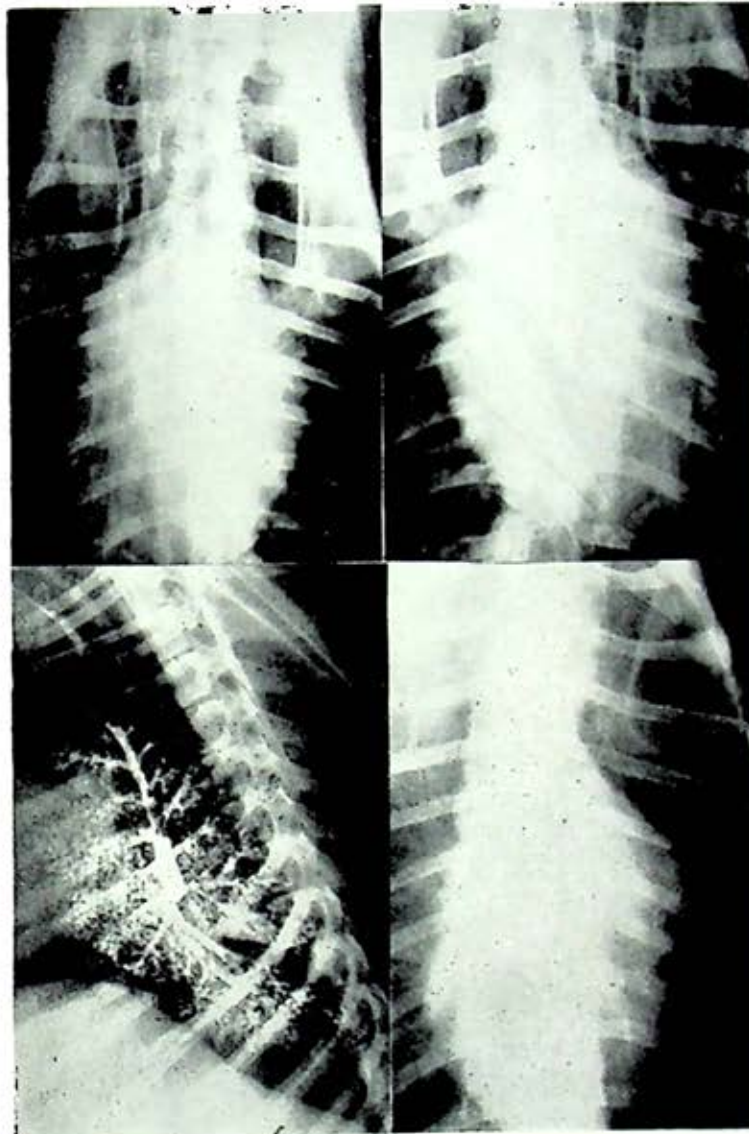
La radiografía de tórax tomada ocho días después del acto quirúrgico, muestra llenado incompleto del hemitórax operado.
